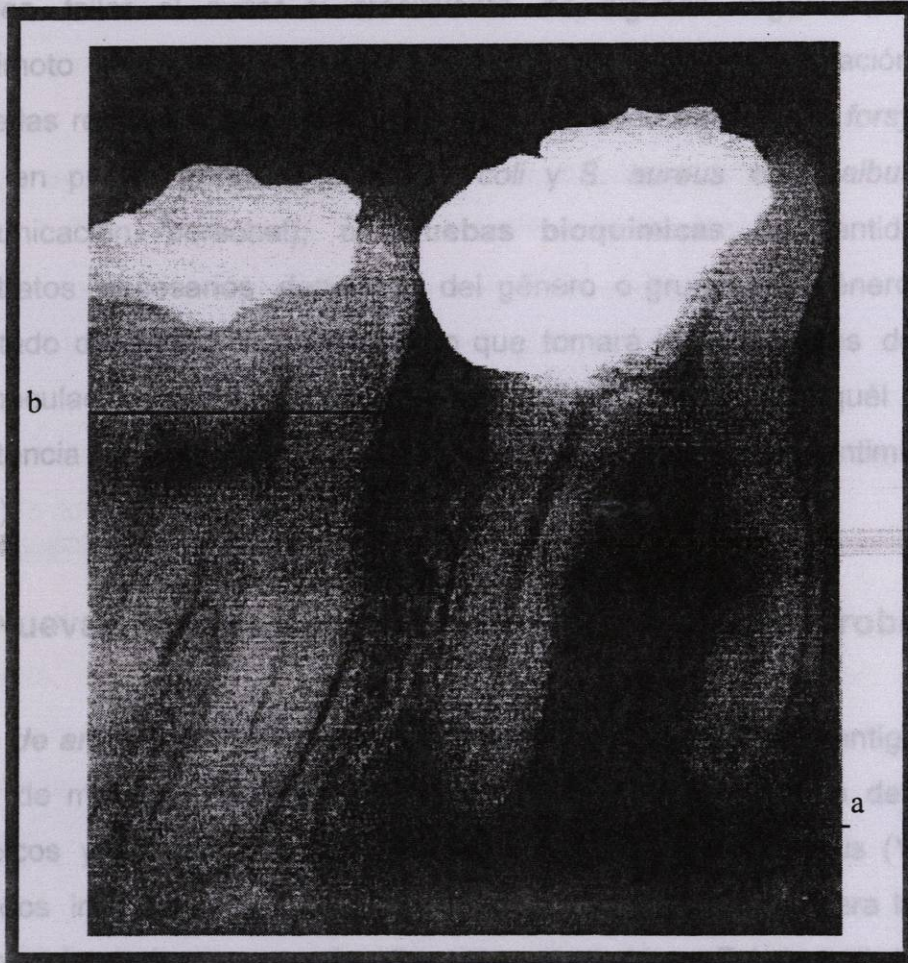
Radiografía de primera y segunda molar. (a) Pérdida ósea y (b) crestas evidentes.
